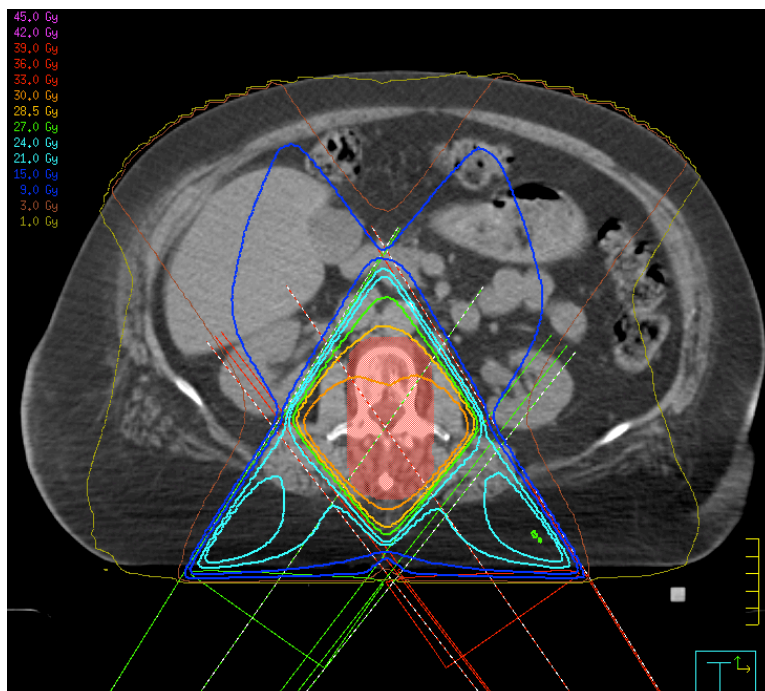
beispielhafte Dosisverteilung der 2KF18-Technik im transversalen CT-Schnittbild.
